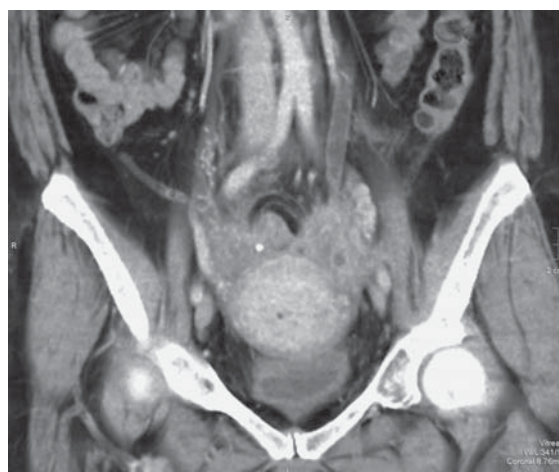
МСКТ-изображение рака сигмовидной кишки, реконструкция по фронтальной проекции. Опухолевый конгломерат в полости таза с вовлечением мочевого пузыря, сигмовидной кишки, передней брюшной стенки, культи влагалища.
